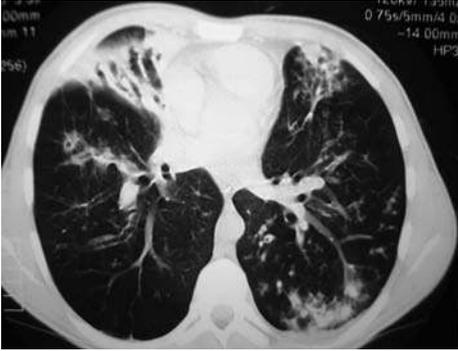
Tomografía computarizada de alta resolución: bronquiectasias en un paciente con fibrosis quística.
